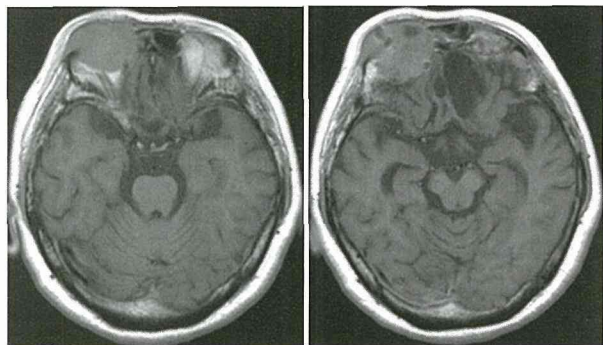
2006年9月12日（16y after）：Gd-MRI
